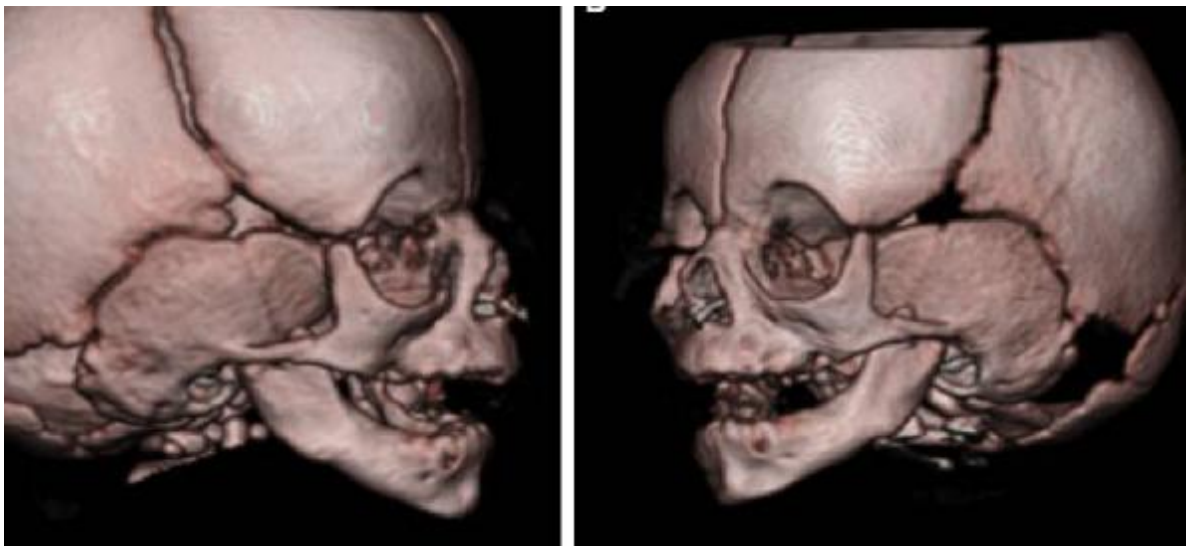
A, Three-dimensional (3D) computed tomography (CT) scan of the right side. B, 3D-CT scan of the left side.
